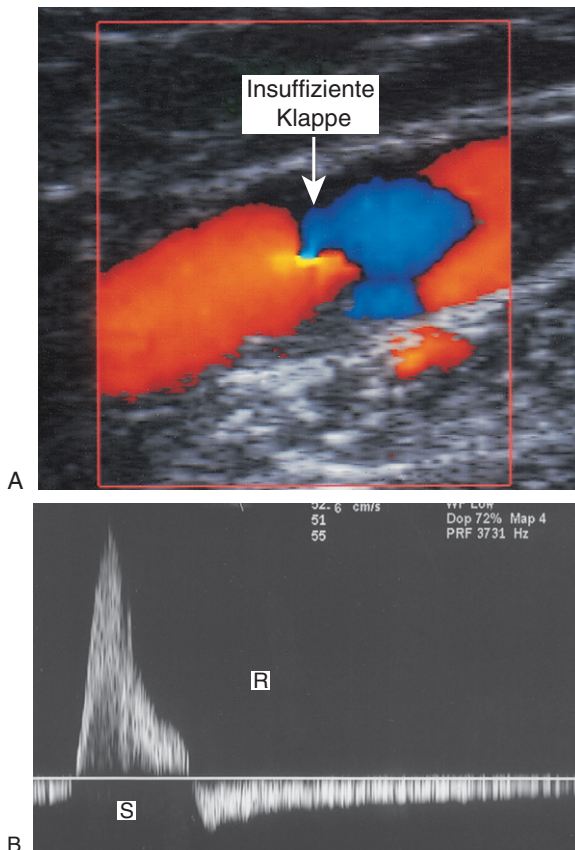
A: Die partielle Insuffizienz einer Venenklappe ist am retrograden Flussanteil (*Pfeil*) zwischen den beiden Klappensegeln erkennbar. B: Das Spektraldopplerspektrum lässt nach distalem Provokationsmanöver einen langsamen Reflux (R) in der V. poplitea (S) erkennen.
